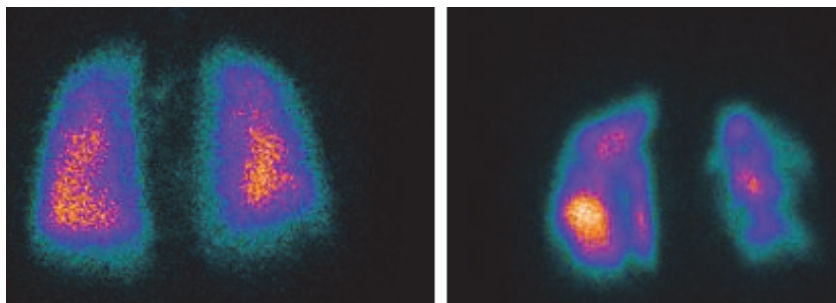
Вентиляционно-перфузионная сцинтиграфия при ТЭЛА
